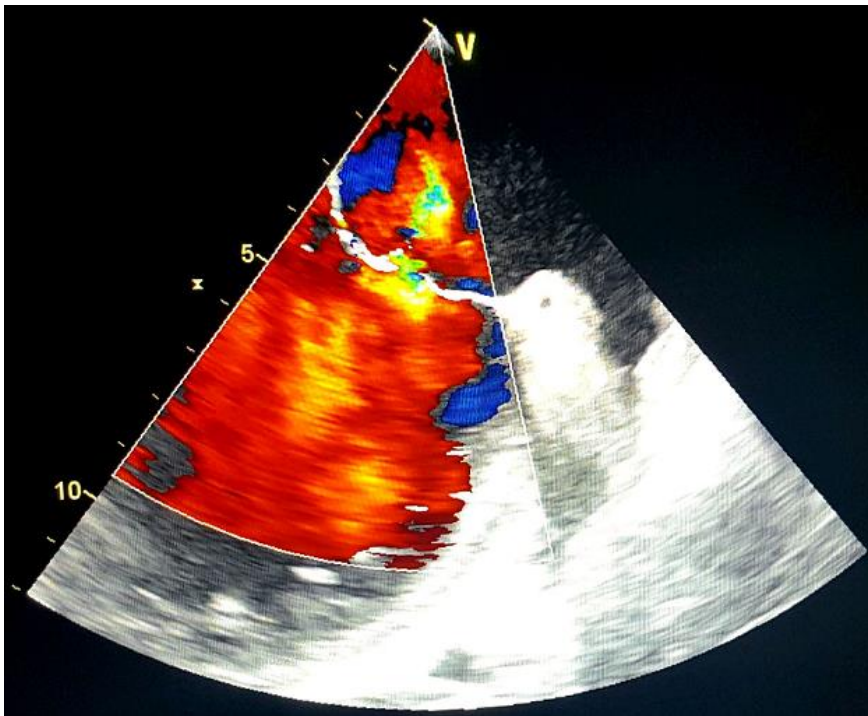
Image échocardiographique montrant l'IM et la perforation de la GVM
